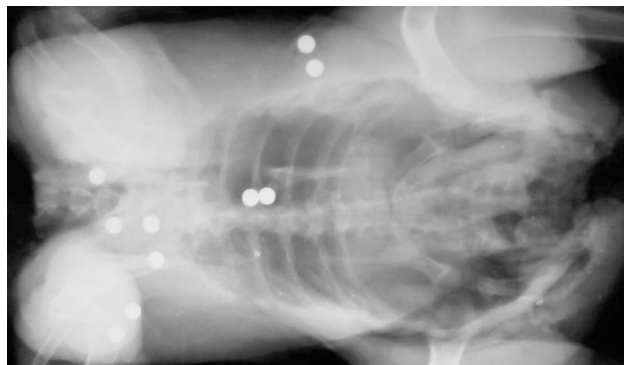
Рентгенограмма биологического объекта № 1 после поражения из пневматического пистолета стальными шариками (прямая проекция)
